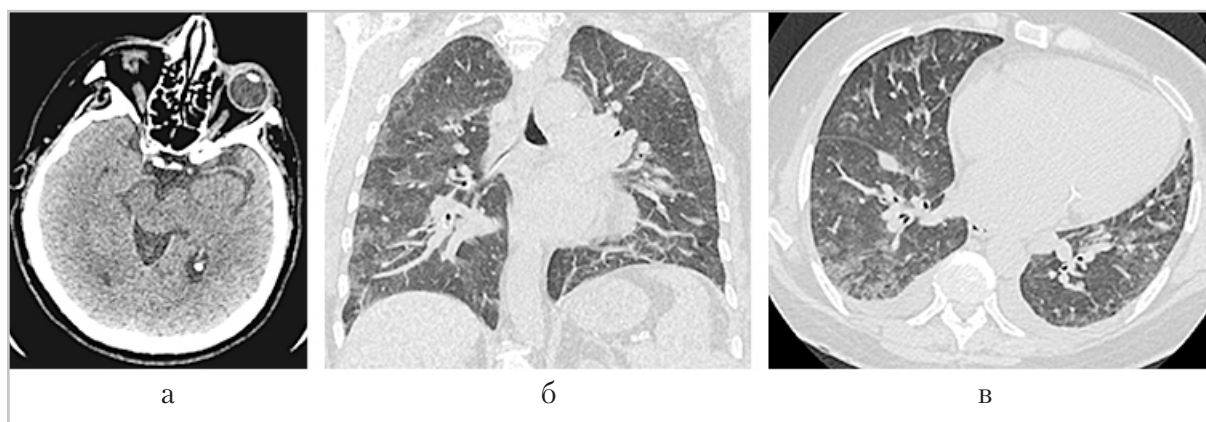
Компьютерные томограммы головного мозга и легких: аксиальная (а, в) и коронарная (б) проекции. Пациентка В., 66 лет, ОНМК по ишемическому типу в левом полушарии мозга (бассейн ЛСМА), ранние КТ признаки, симптом «плотной» ЛСМА. Двусторонняя вирусная пневмония, с высокой вероятностью вызванная вирусом SARS-CoV-2 (КТ-2)
